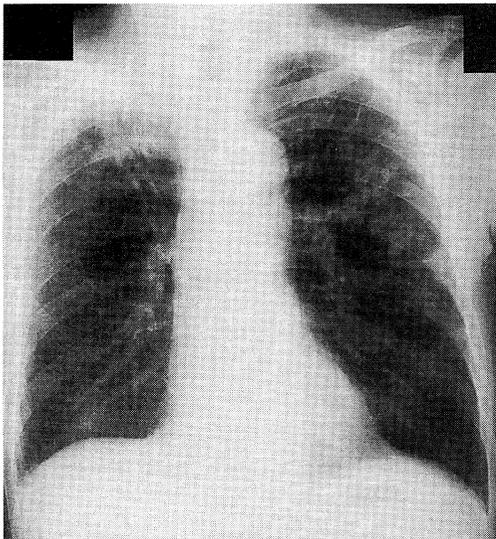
The Chest X-ray (Jun 10, 1996) was Deteriorating
